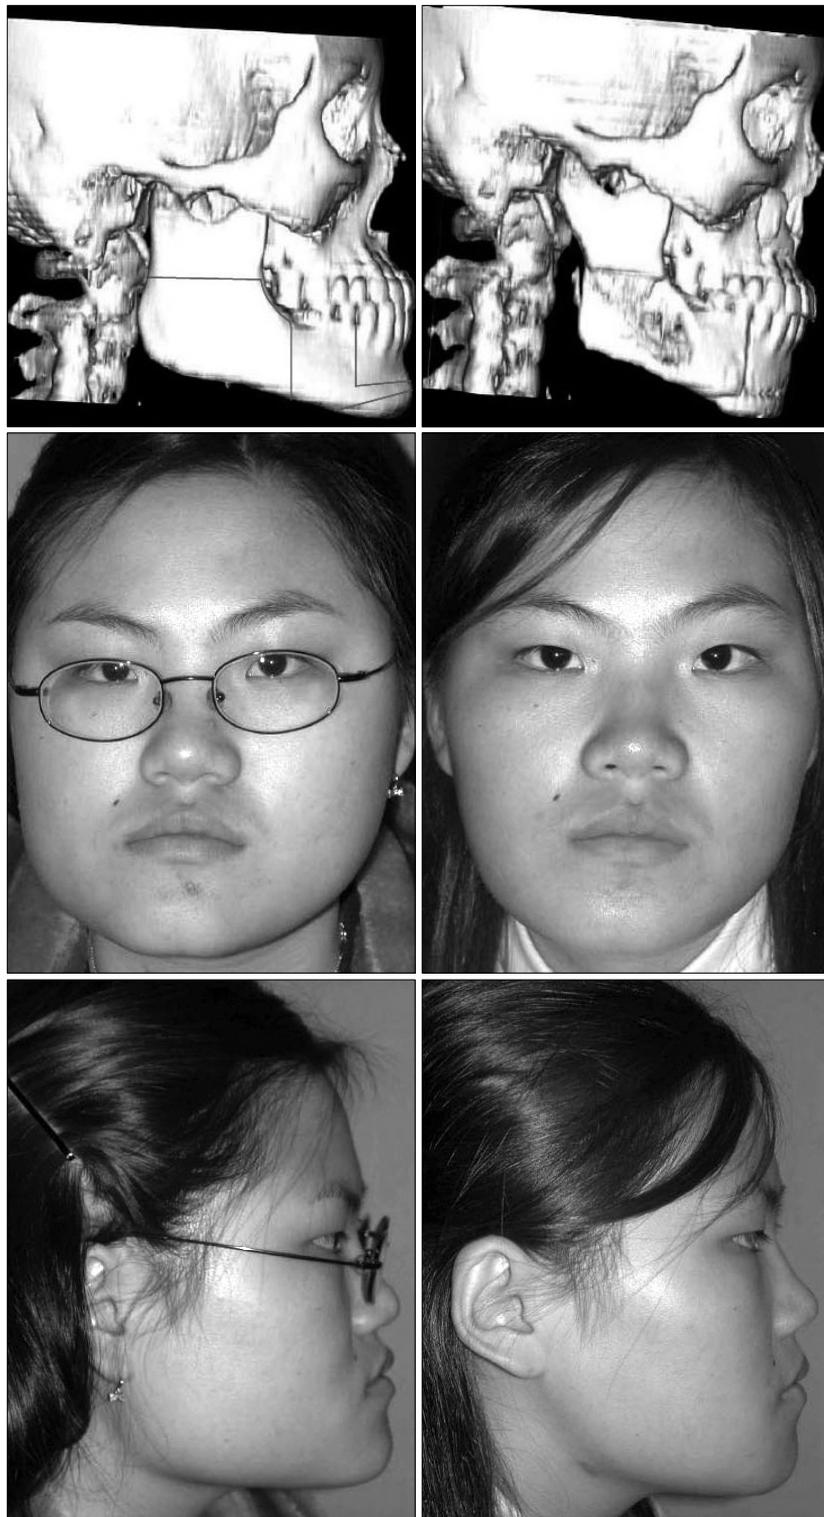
Case 3. An 18-years old woman presented with combined chin deformity. She had chin asymmetry, chin protrusion and anterior teeth cross bite. Lower left first premolar was abstracted and Köle procedure was done. After wedge osteotomy backwarding, yawing of the chin was done. (Above, left) Preoperative 3 dimensional CT scan. (Above, right) Postoperative lateral view. (Below, left) Preoperative AP view (Below, right) Postoperative AP view.
